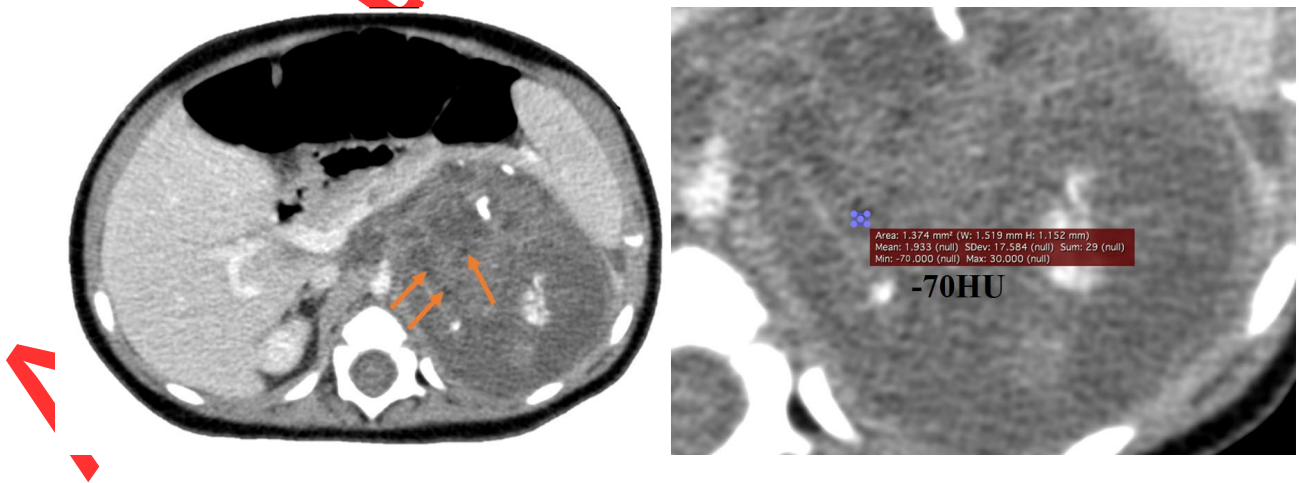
Инициальная компьютерная томография органов брюшной полости с контрастным усилением, в аксиальной проекции от 23.09.2020. Стрелками показаны мелкие гиподенсивные включения в структуру опухоли, плотностью –70 HU.
